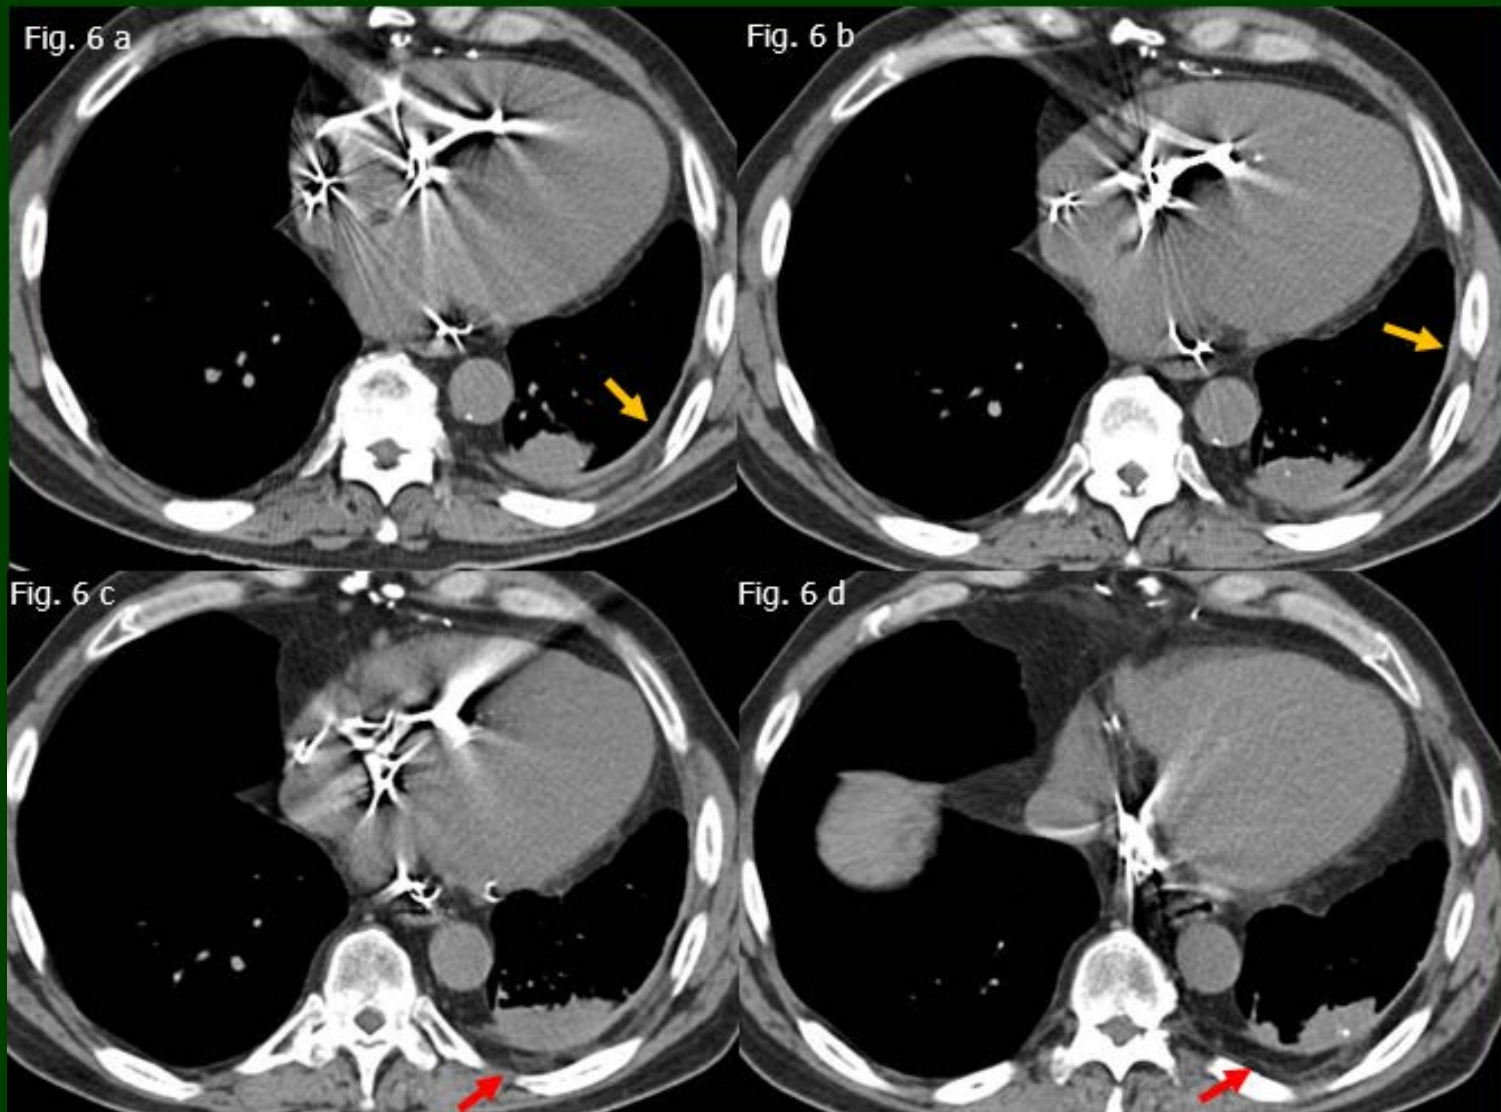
a, b, c y d: TC de tórax sin contraste con ventana de partes blandas: Engrosamiento pleural izquierdo (flecha amarilla) e hipertrofia de la grasa extra-pleural (fleche roja), asociados a la opacidad previamente descrita.
